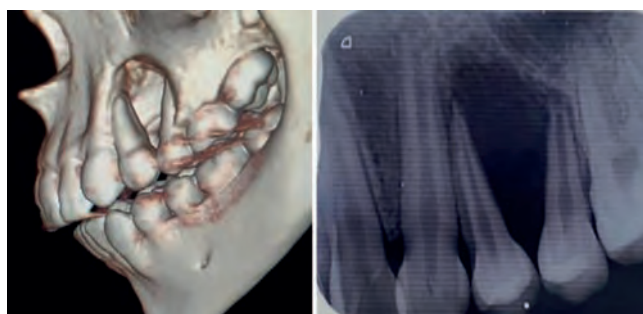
Reconstrucción en 3D y radiografía periapical.
